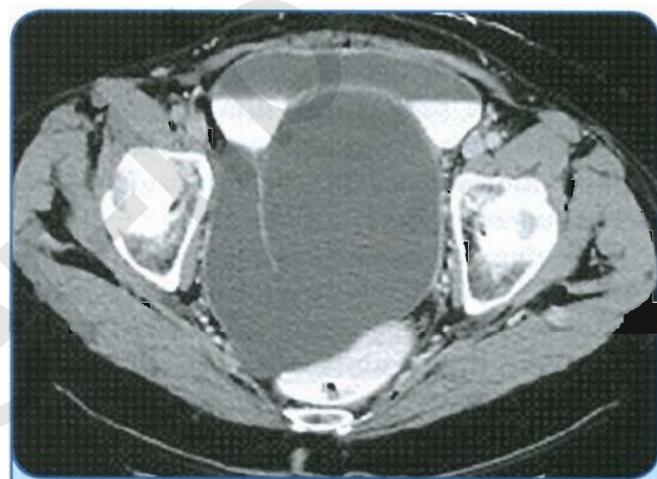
КТ. Скопление жидкости в просвете правой маточной трубы при гидросальпинксе
